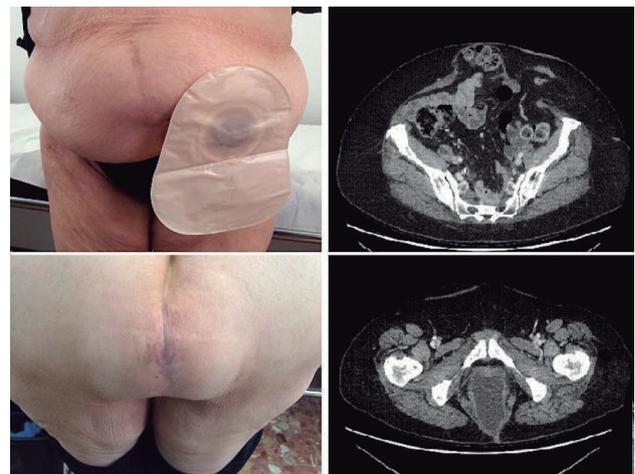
Fotografías superiores: hernia paraestomal y de línea media, en la TAC contienen asas de intestino delgado. Fotografías inferiores: hernia perineal, a la exploración es reductible con el decúbito y protruye con maniobras de Valsalva. En la TAC se observa la vejiga en el saco herniario.
